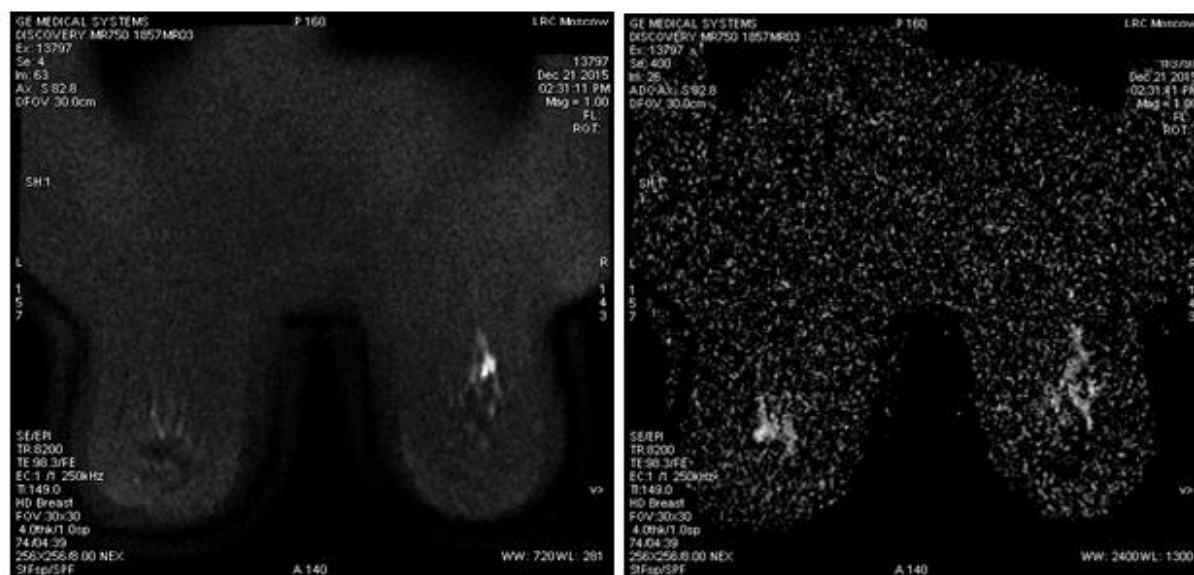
МРТ, ДВИ, карта диффузии, аксиальная проекция, образование правой молочной железы.
